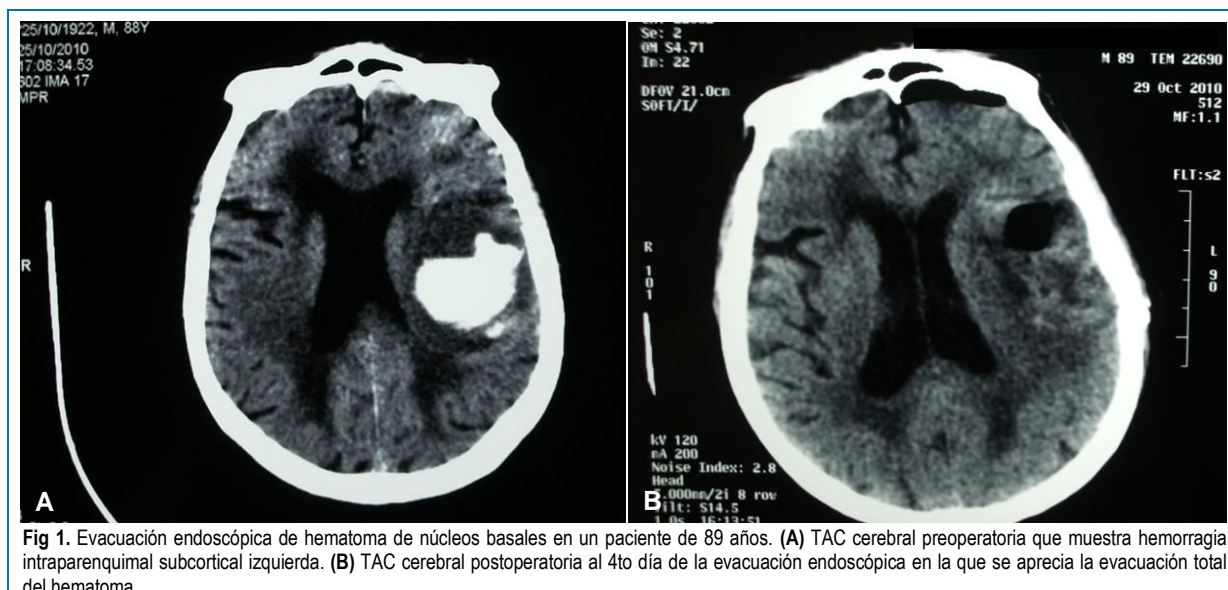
Evacuación endoscópica de hematoma de núcleos basales en un paciente de 89 años. (A) TAC cerebral preoperatoria que muestra hemorragia intraparenquimal subcortical izquierda. (B) TAC cerebral postoperatoria al 4to día de la evacuación endoscópica en la que se aprecia la evacuación total del hematoma.
